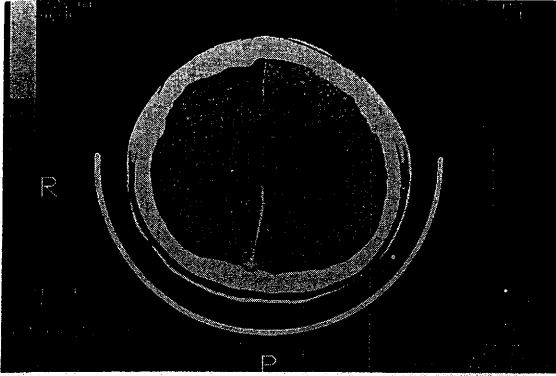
CT shows mass lesion in the right upper frontal lobe. The mass shows isodensity to the gray matter.
